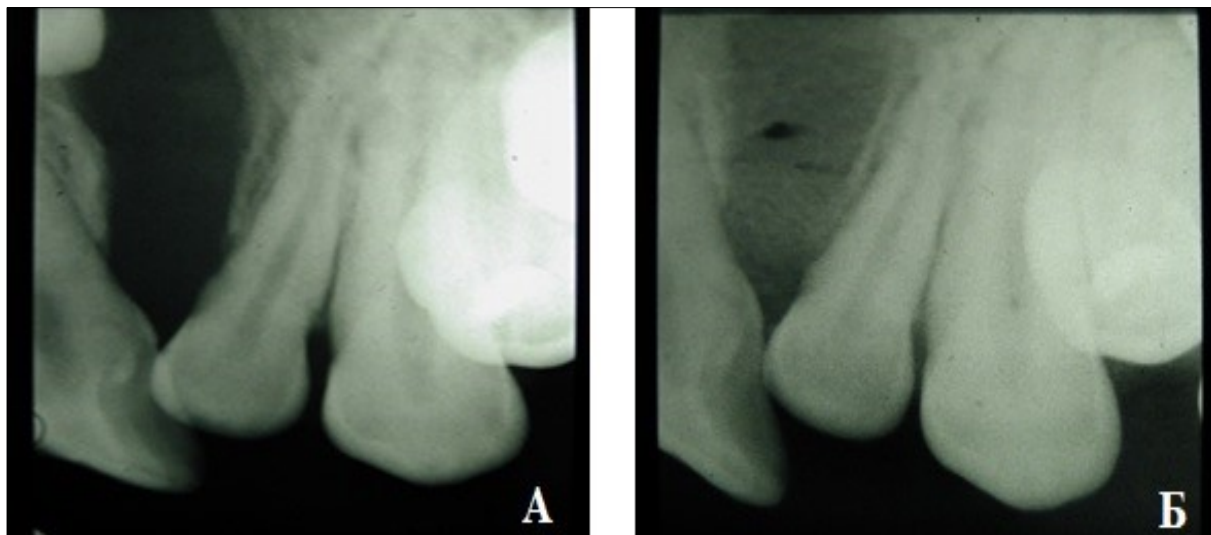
Рентген данные дефекта альвеолярного отростка.
